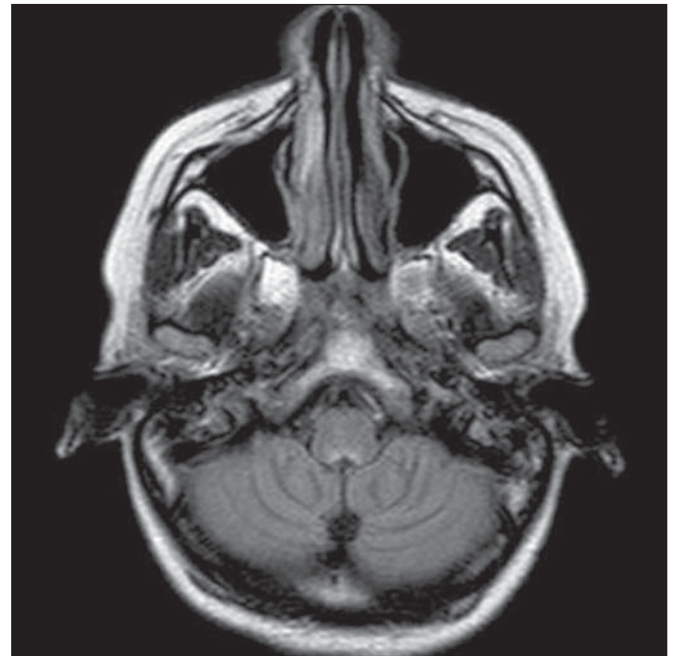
Lúpus eritematoso sistêmico. RM FLAIR mostra lesões mal definidas hiperintensas na junção bulbomedular, sem efeito de massa e sem realce.
